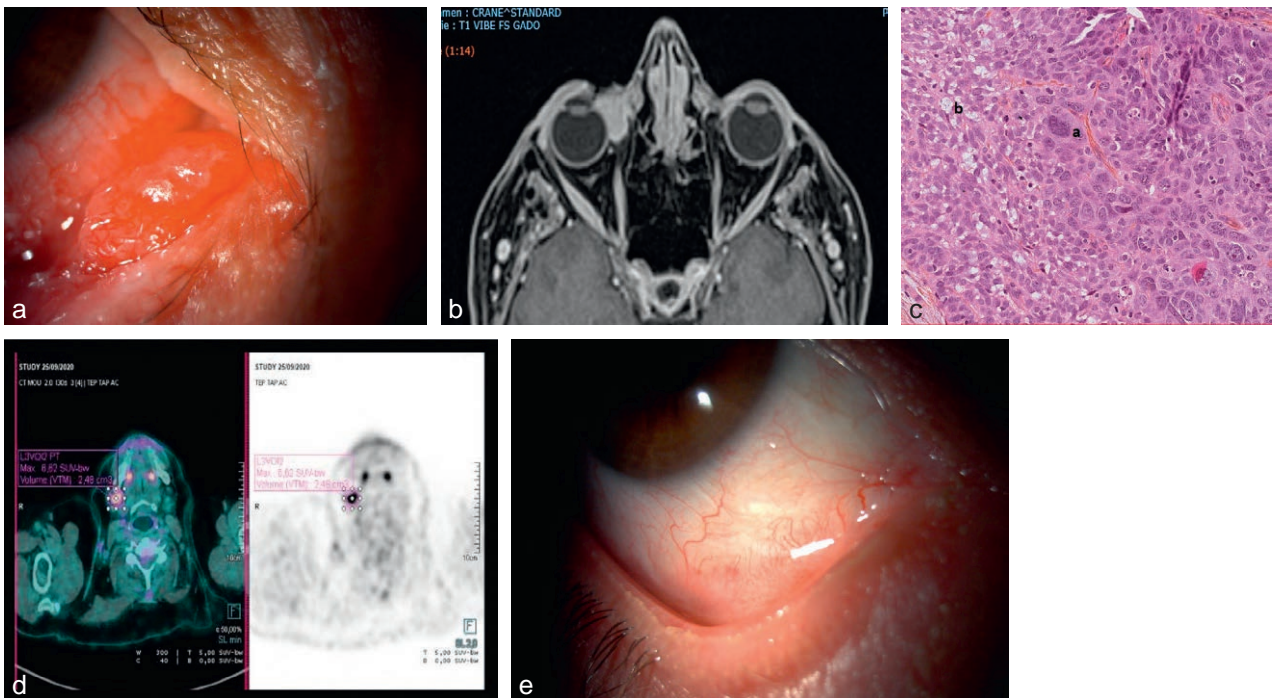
Tuméfaction nodulaire orbitoconjunctivale indurée à croissance rapide chez une femme de 50 ans (lésion apparue il y a 2 mois et mesurant 18 mm en IRM).*
